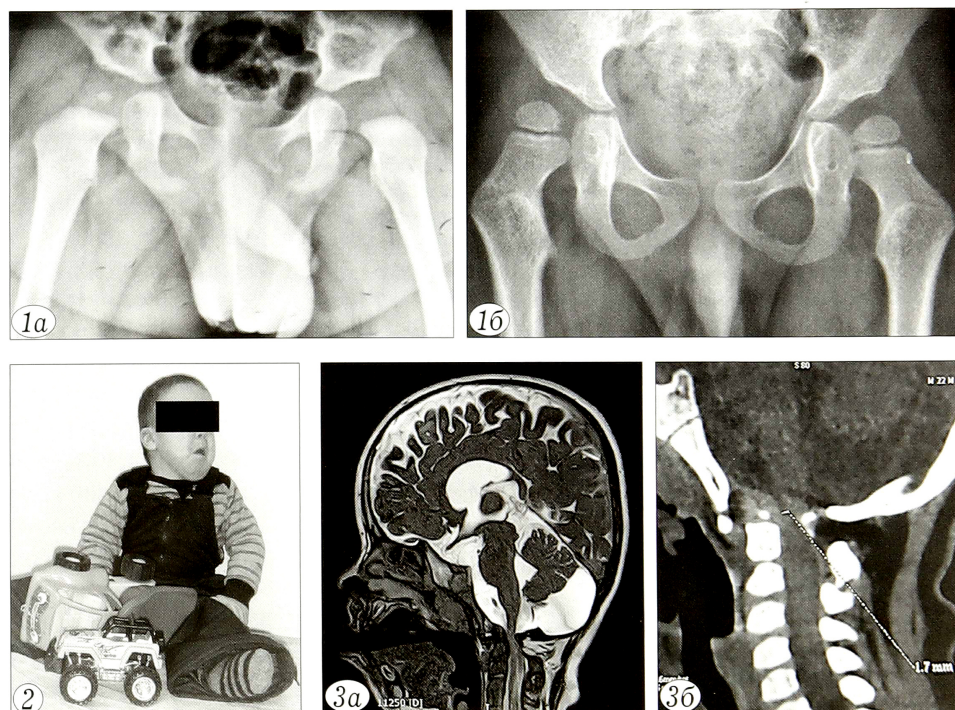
Рентгенограммы тазобедренных суставов в возрасте 7 мес (а) и 4,5 года (б).
